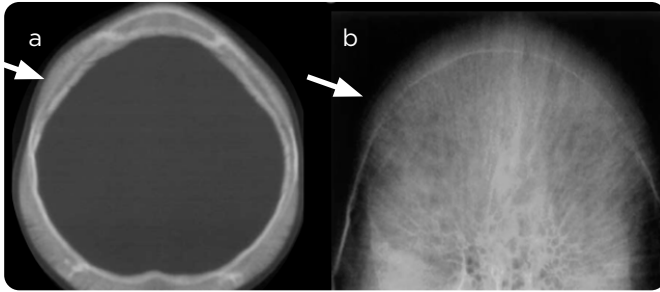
Paciente femenina, 6 años de edad, antecedente de ACF. a) TAC de cráneo simple, corte axial, ventana de hueso y b) radiografía de cráneo simple. Estrías verticales largas y delgadas junto a engrosamiento de la calota por hiperplasia de médula ósea "cráneo peludo".
